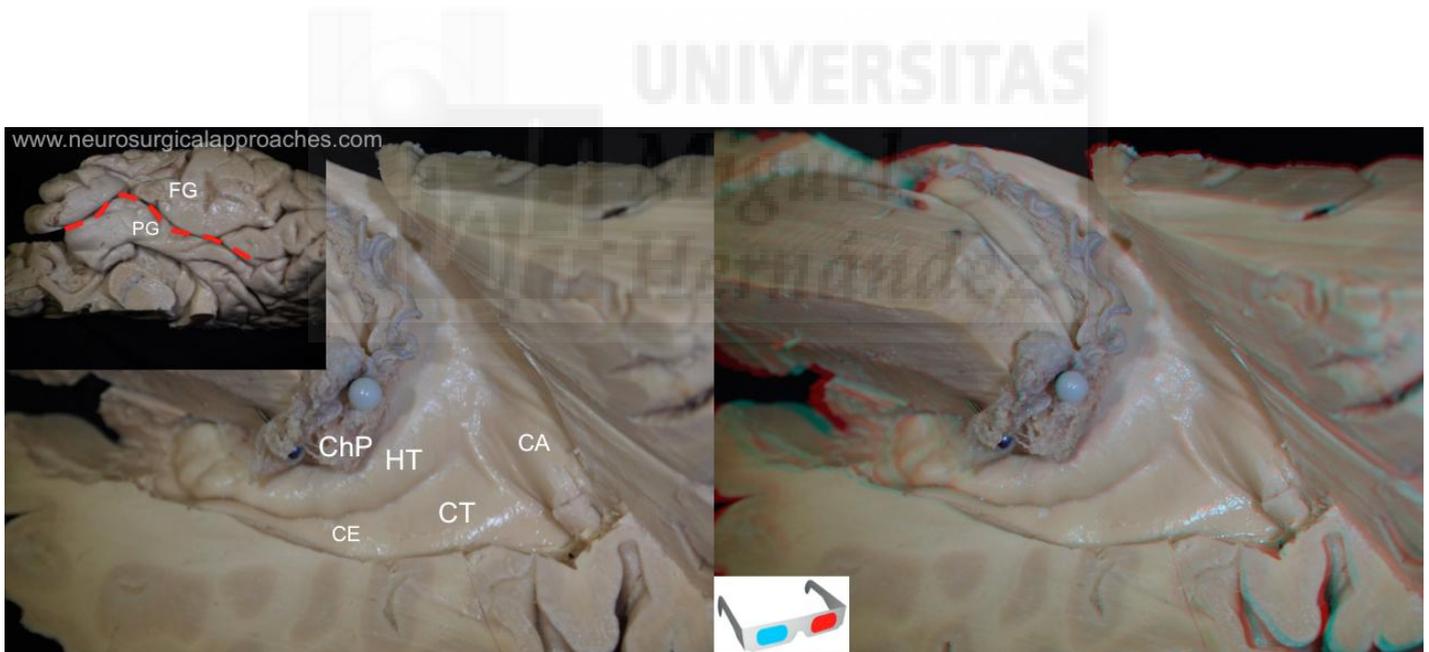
Esta es una imagen del atrio ventricular donde se eleva el plexo coroideo (ChP) y se aprecia: El Calcar avis (CA) en pared medial inferior que representa la proyección intraventricular de la cisura calcarina, el trigono colateral (CT) en el suelo del atrio ventricular y que representa la proyección intraventricular del surco colateral (línea roja discontinua) se proyecta hacia delante en el asta temporal como eminencia colateral (CE)) y en la pared anterior del atrio vemos como se aprecia la cola del hipocampo (HT). En la imagen de arriba a la izquierda se ve el recorrido del surco colateral (línea roja discontinua) separando el giro parahipocampal (PG) del giro fusiforme (FG).
